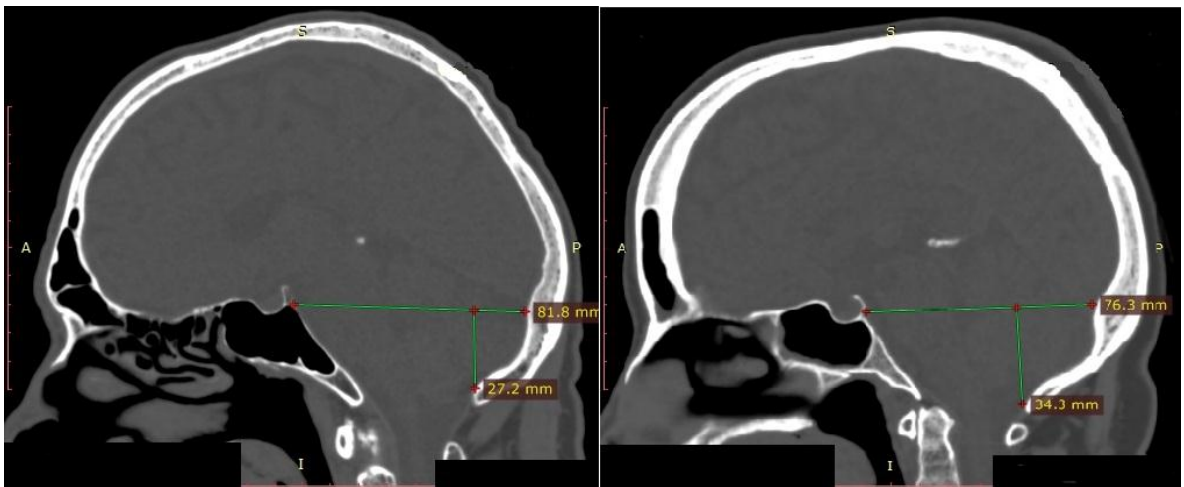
Компьютерные томограммы в сагиттальной проекции (костное окно): слева мелкая задняя черепная ямка, справа – глубокая
